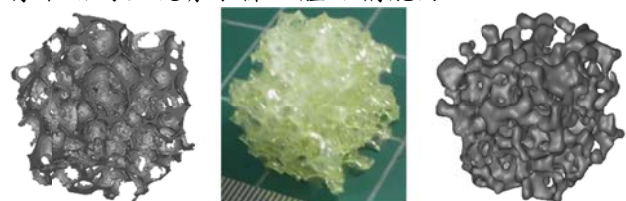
(左)Micro-CT 建立的 1522-09 人造假骨立體模型；(中)1522-09 人造假骨樣本外觀；(右)dental CBCT 建立的 1522-09 人造假骨立體模型。
